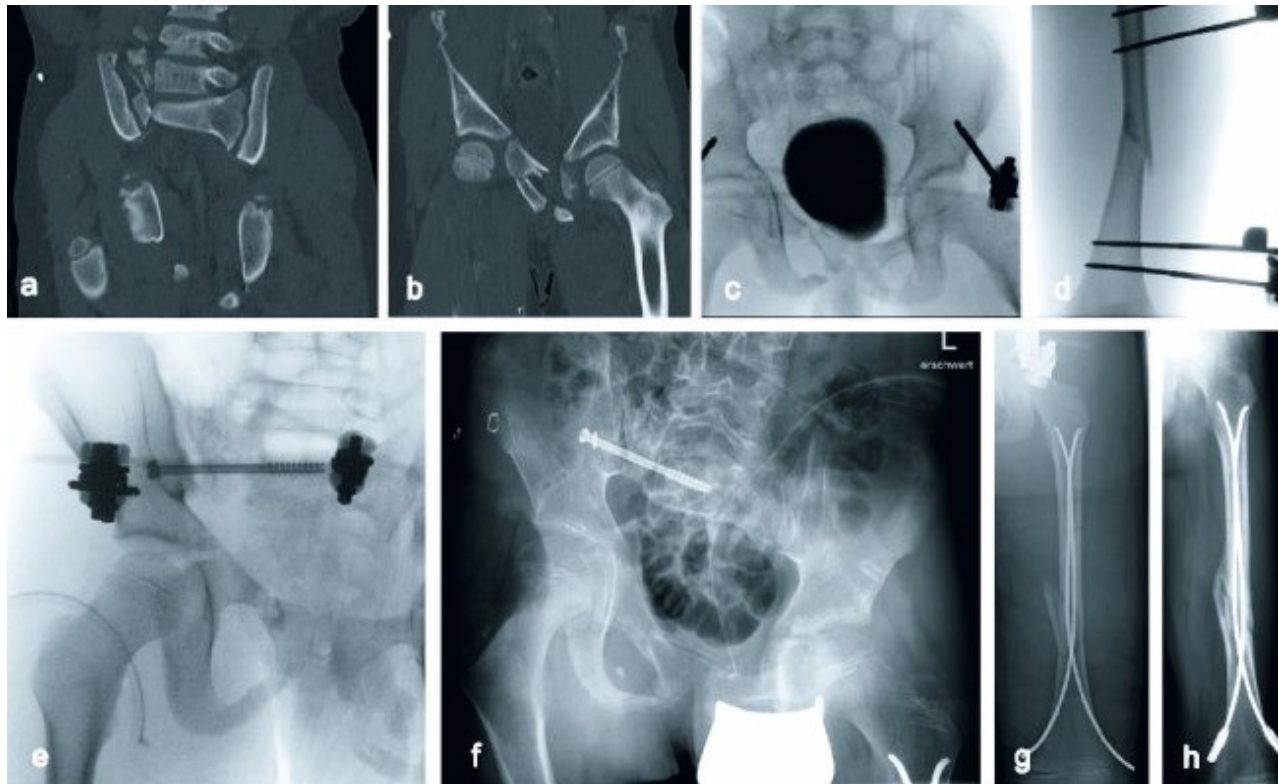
Fall eines 7-jährigen Jungen nach Überrolltrauma durch einen LKW beim Fahrrad fahren mit v.a. schwerer Beckenverletzung mit Morel-Lavallée-Läsion rechts sowie Femurfraktur links; a + b zeigen die CT-Bildgebung des Beckens im Schockraum (a hinterer Beckenring, b vorderer Beckenring); c intraoperative Bildgebung nach Anlage des supraazetabulären Fixateur externe; d intraoperative Bildgebung nach definitiver Versorgung der hinteren Beckenringfraktur mittels SI-Schraube rechts; e radiologische Bildgebung des Beckens 6 Monate nach Unfall; f postoperative Bildgebung nach Verfahrenswechsel mit ESIN der Femurfraktur; g und h radiologische Bildgebungen der Femurfraktur links 6 Monate nach Unfall (zwischenzeitlich Kürzung der ESIN und Einbringen von Endkappen)
